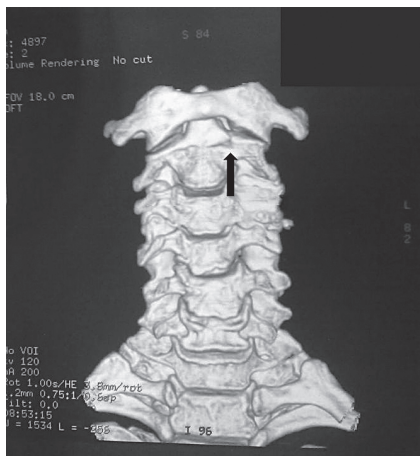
Tomografía computarizada de apófisis odontoides del axis, reconstrucción tridimensional, vista anterior.
